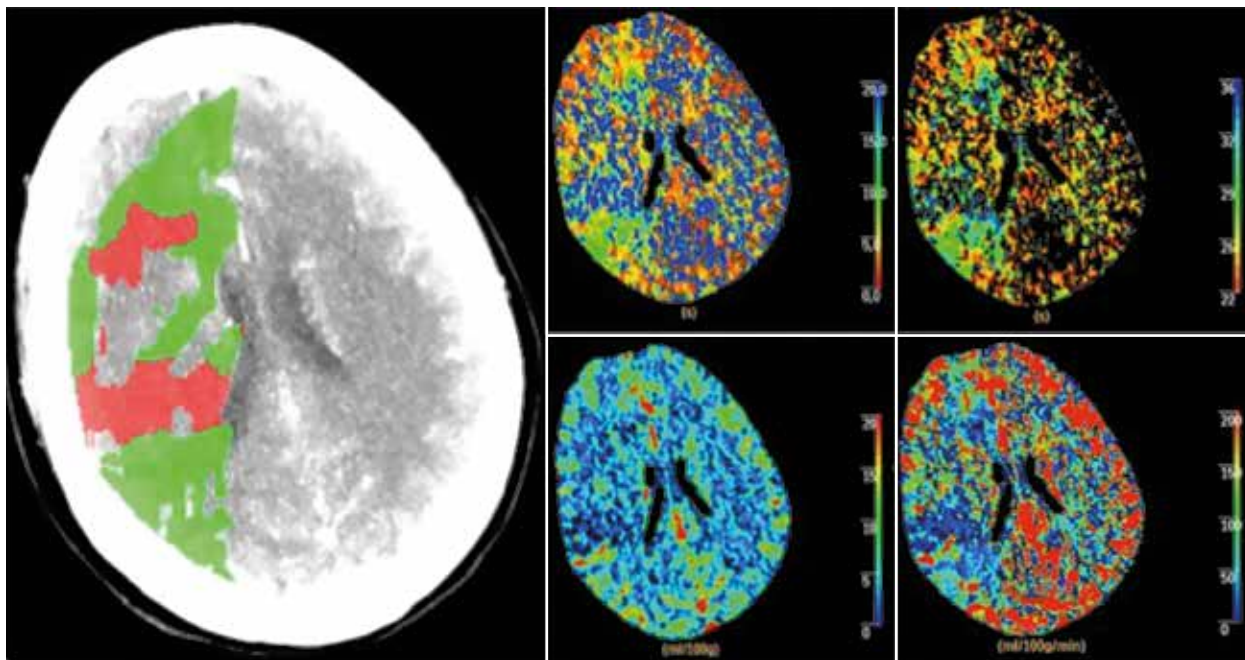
TC perfusión y mapas de color (MTT, TTP, CBV y CBF) que muestran alteración de los parámetros de perfusión parenquimatosa cerebral, con área infartada (rojo) y tejido isquémico recuperable (verde) en el territorio de la ACM derecha
